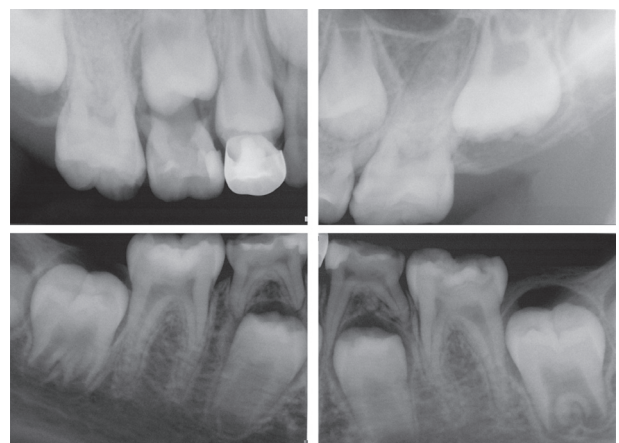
Periapical radiography before treatment.
